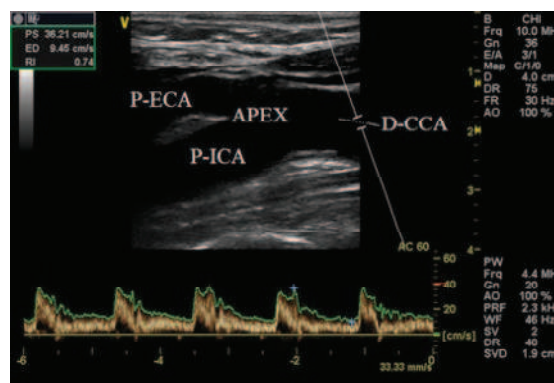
Carotid artery bifurcation: B-mode and PW Doppler image with identification of anatomic locations
